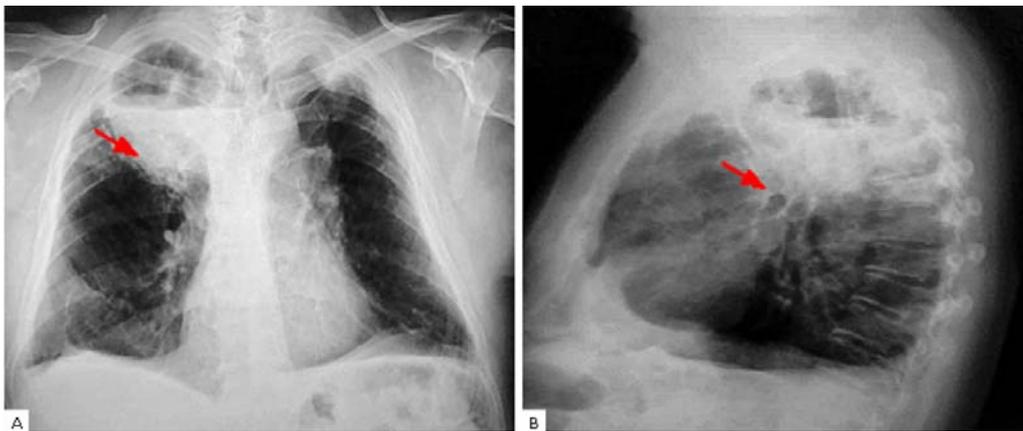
A. Radiografía de tórax posteroanterior con gran imagen cavitaria que ocupa el lóbulo superior derecho hacia la confluencia de todos sus segmentos. Notable nivel hidroaéreo y tabiques en su interior. B. Vista lateral del mismo paciente.
